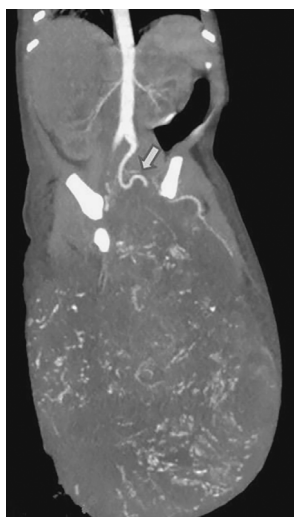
Мультипланарная реконструкция компьютерной томографии малого таза в коронарной плоскости. Стрелкой отмечена *arteria sacralis media* (Малеков Д.А., 2024)
